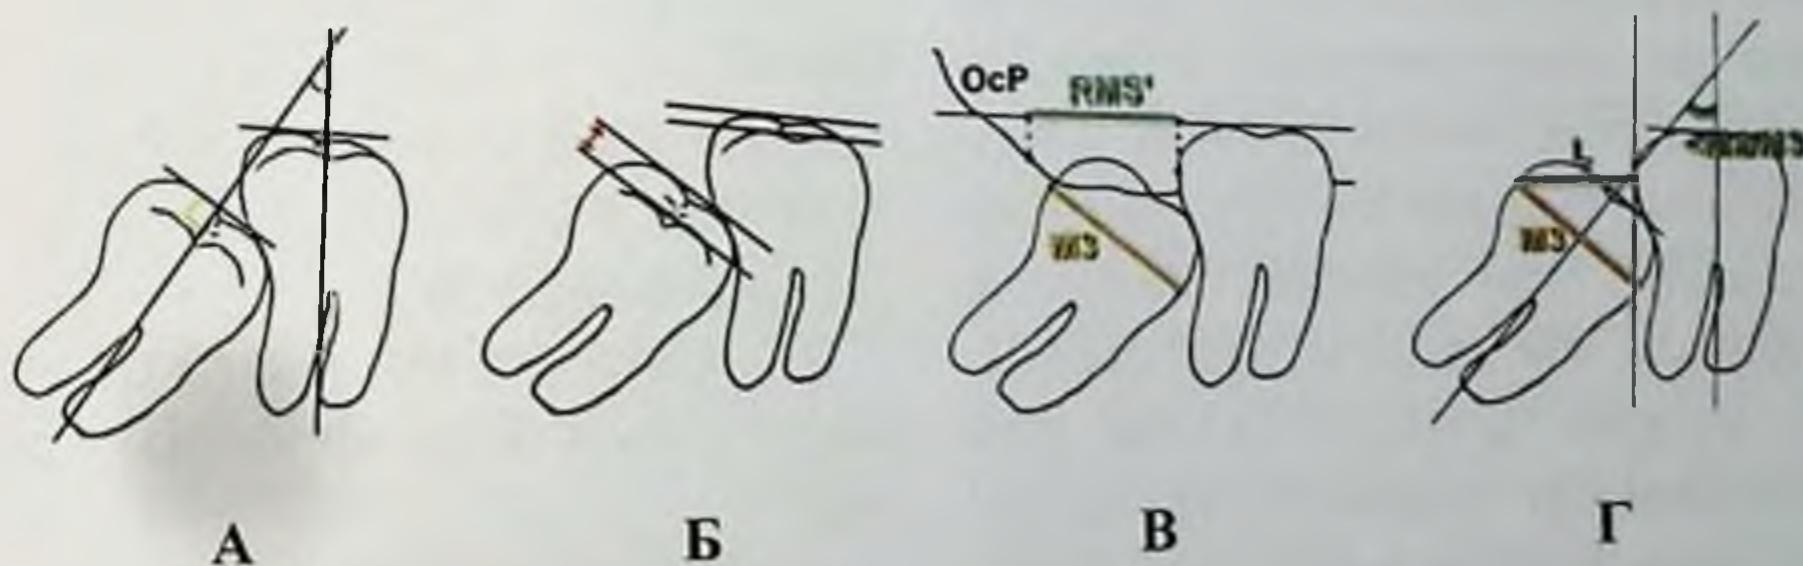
Способы определения положения моляров и их взаимоотношений на ортопантомограммах челюстей (А - мезиодистальный наклон зачатков; Б - вестибуло-оральный наклон; В - взаиморасположение второго и третьего моляров; Г - коэффициент вероятности прорезывания третьих моляров)
